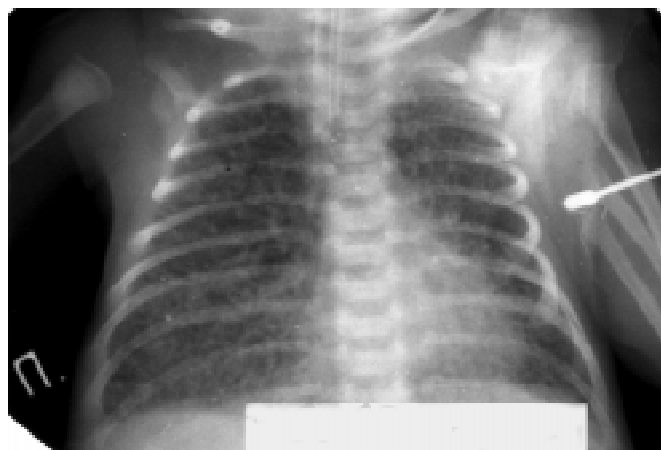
Хворий Н., 1 міс. Рентгенологічні ознаки бронхолегеневої дисплазії
